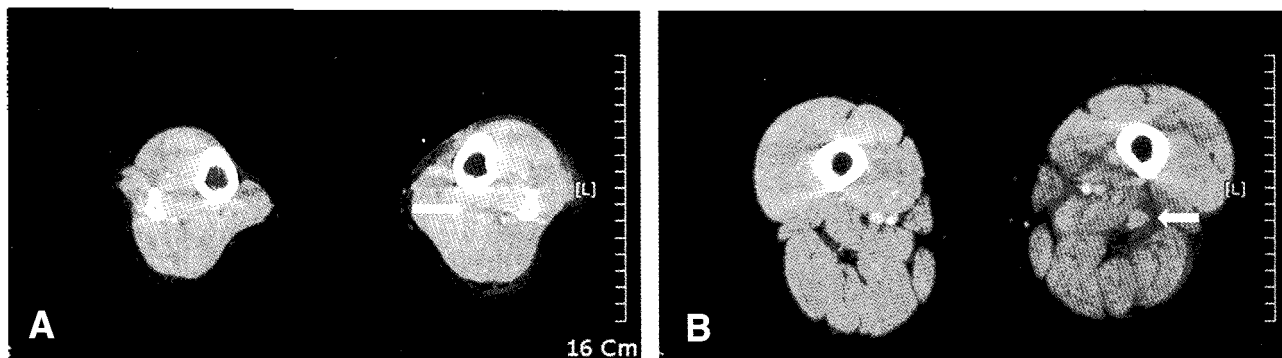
Multidetector-Row CT angiogram. (A) showing a thrombosis of the popliteal vein. (B) showing a thrombosis of the deep femoral vein.
